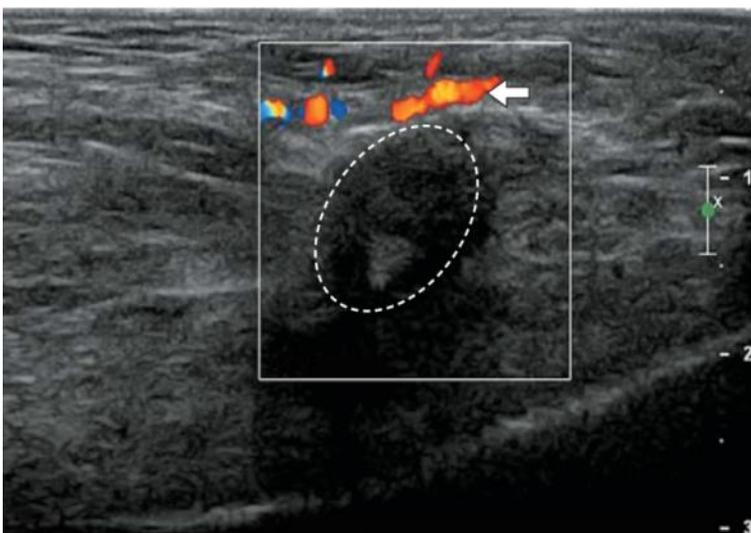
УЗИ-изображение НМ общего подошвенного пальцевого нерва III межплюсневом промежутка стопы (пунктирный эллипс). Подошвенный доступ. В-режим + ЦДК. Продольное сканирование. Образование полностью аваскулярно. В цветовом окне регистрируется доплеровский сигнал от общей подошвенной пальцевой артерии (стрелка) [6].
